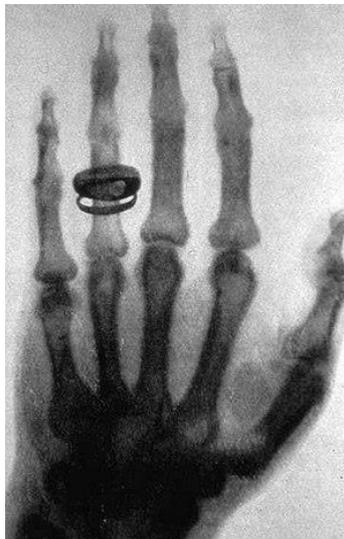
Mano de la mujer de Röntgen.⁶
